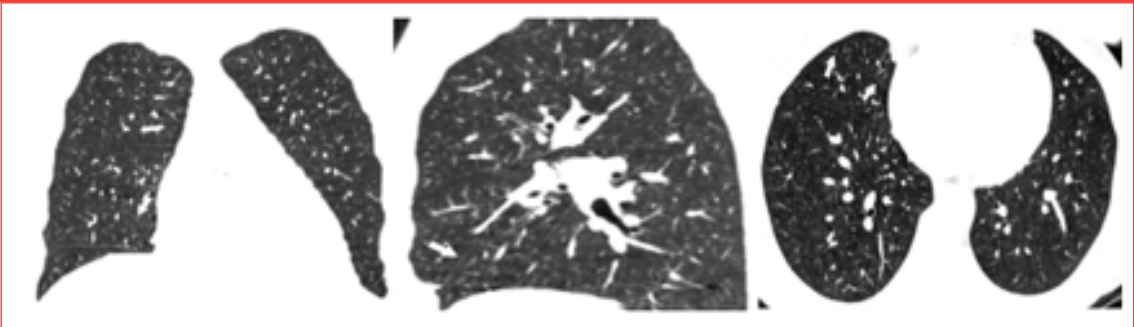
Koronal sagittal ve aksiyel görüntülerde superior aksesuar fissür oklarla işaret edilmiştir. (Normal and accessory fissures of the lung: Evaluation with contiguous volumetric thin-section multidetector CT. Cronin P, et al.)
